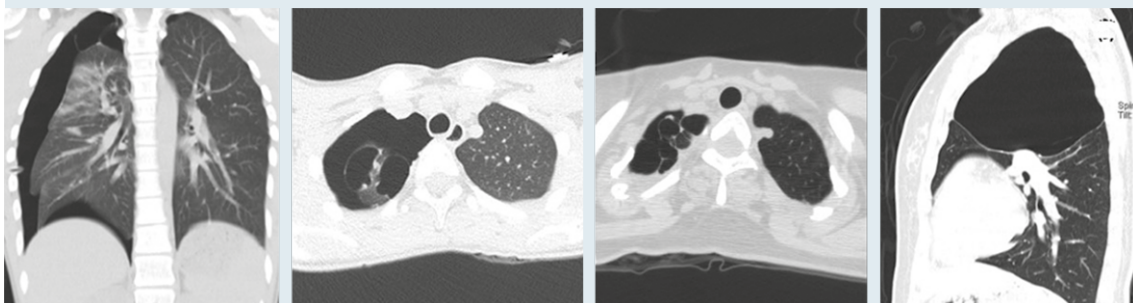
Se realiza tomografía computarizada de tórax para plan quirúrgico, evidenciar las lesiones y valoración contralateral.
